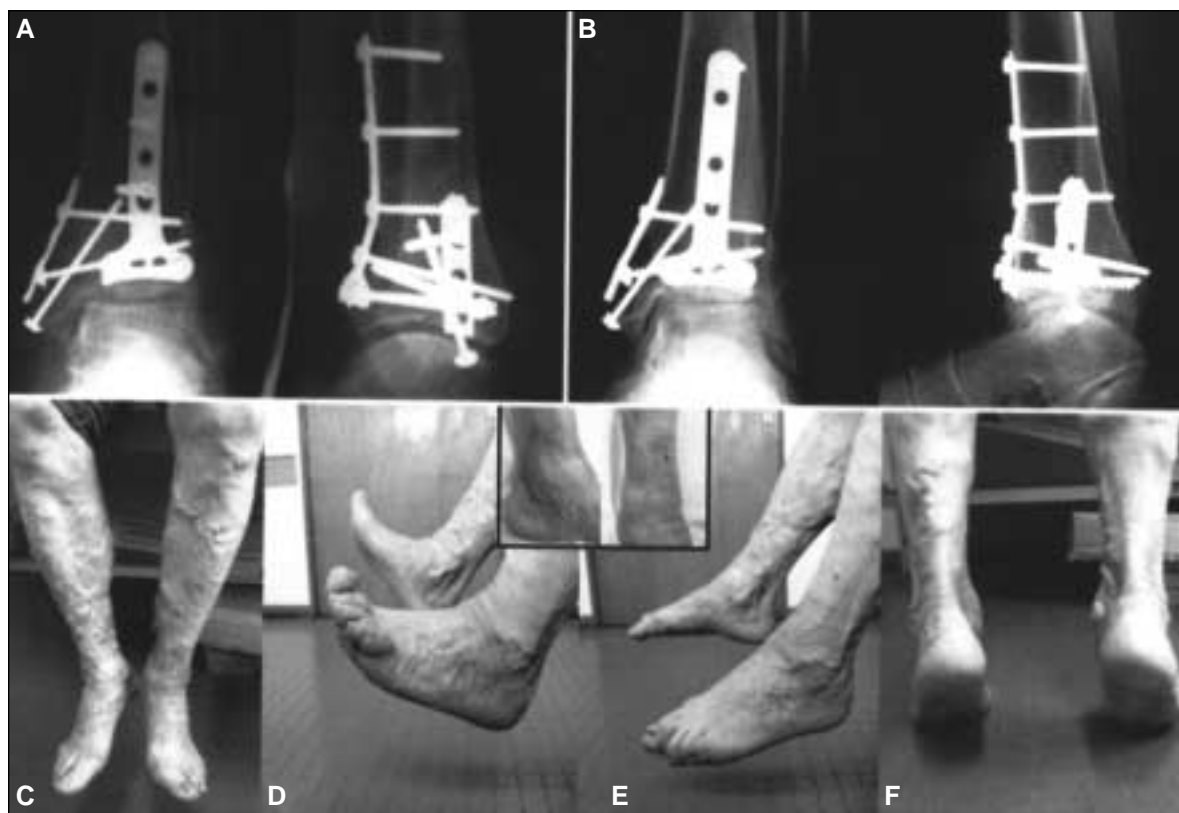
A. Radiografías posquirúrgicas de la fractura presentada en la figura 1 (paciente VI), observándose una buena reducción a pesar de la conminución articular. B. Pese a la artrosis avanzada desarrollada 28 meses después, el paciente tiene actualmente una buena movilidad comparativa del tobillo lesionado con un resultado funcional superior a 80 puntos (C-F).
